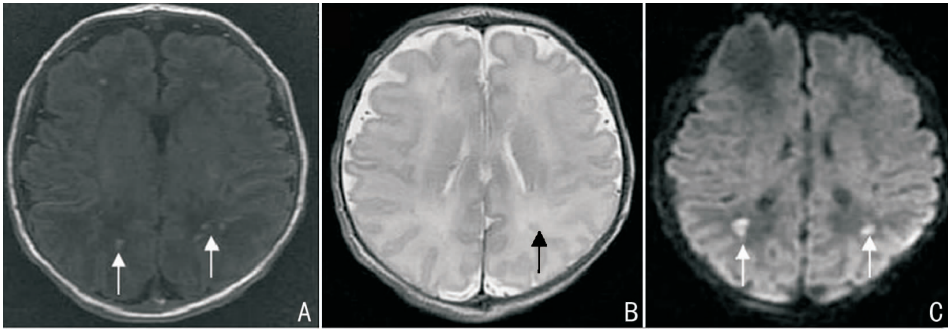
弥漫性脑白质损伤 MRI 显示脑室周围白质区域广泛的 T1 高信号(A),T2 低信号(B) 及 DWI 高信号(C)(箭头所示)。
